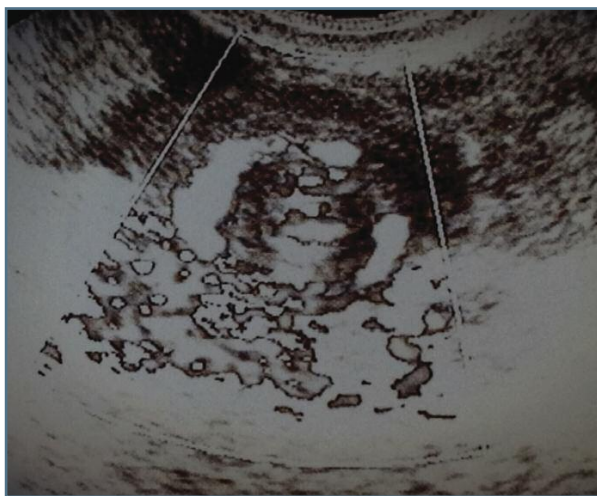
Whirlpool sign. Em formato de alvo, com Color Doppler demonstrando fluxo arterial e venoso. A viabilidade das estruturas foi confirmada intra-operatoriamente (Figura 3)
